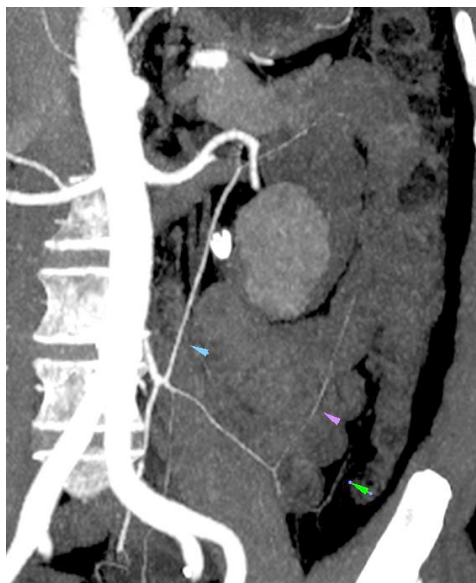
2Д-КТ ангіографія: зліва направо судинні аркади Мошковіча, Ріолана та Дрюмонда.
